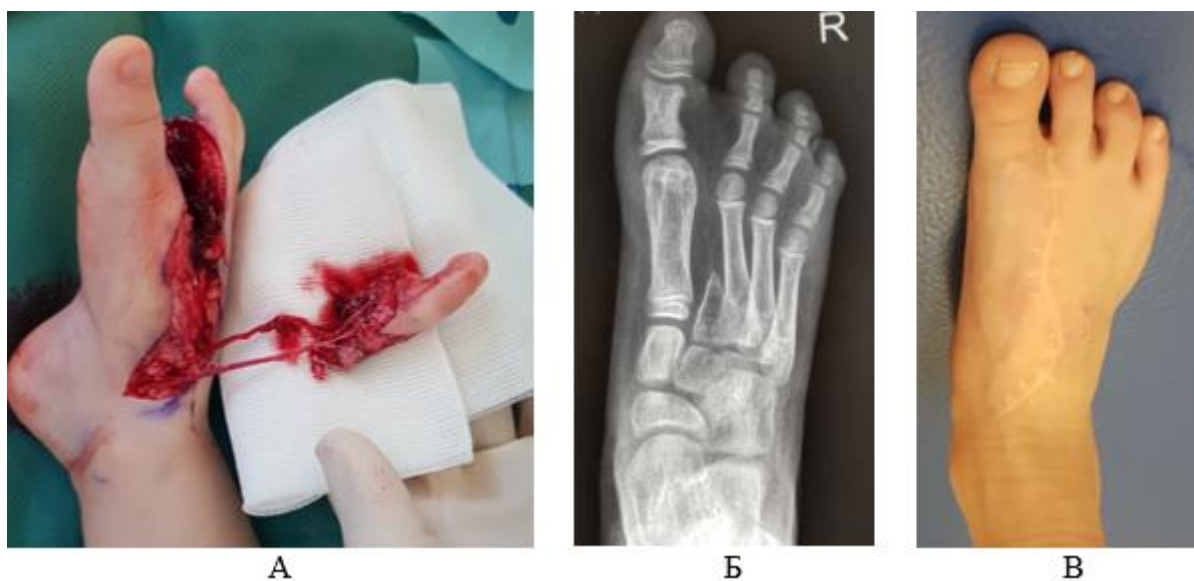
Заимствование 2-го пальца стопы для пересадки его на кисть: А) мобилизованный палец стопы на сосудистой ножке; Б) рентгенограмма; В) внешний вид стопы через полгода после операции
